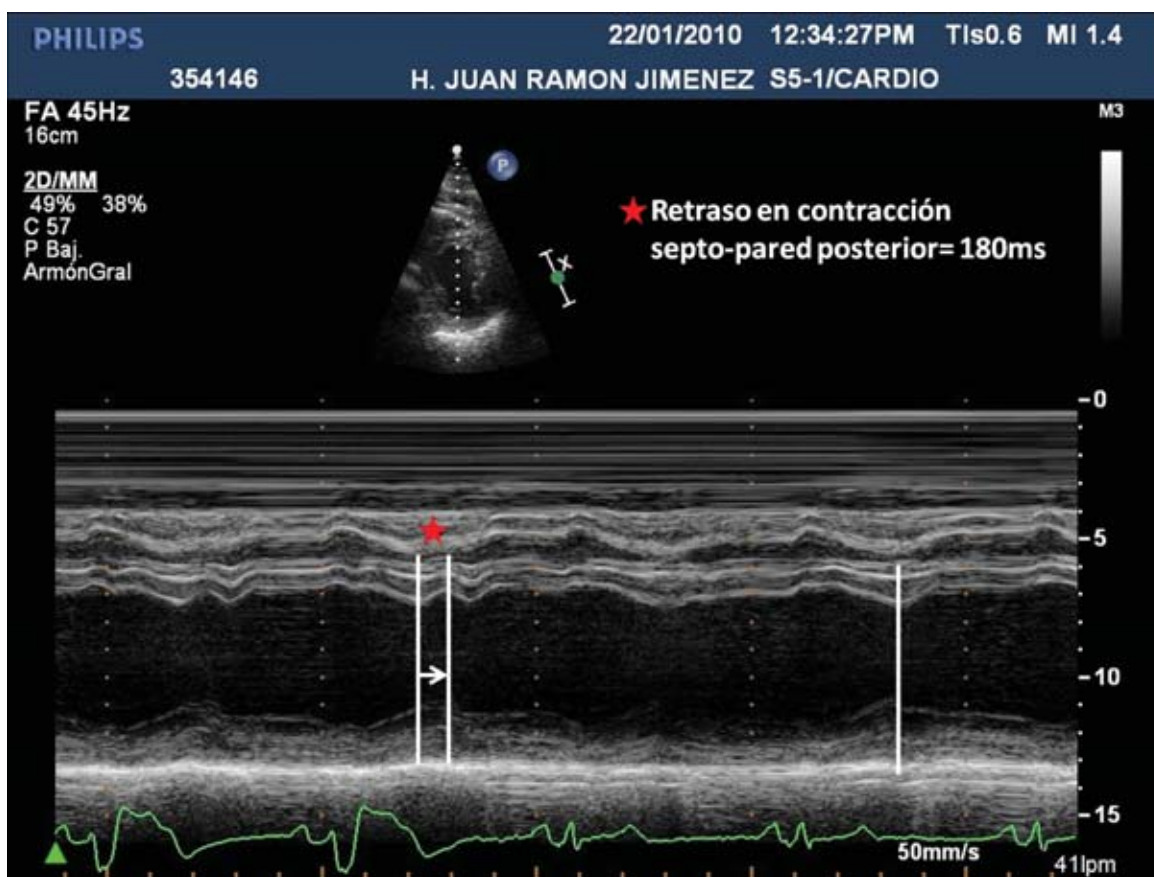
Ecocardiograma modo M de un corte paraesternal eje corto, que muestra en los dos primeros QRS un bloqueo de rama izquierda y un movimiento paradójico del tabique interventricular. La activación de un marcapasos DDD de estimulación en His, normaliza el QRS y corrige la asincronía en la contracción del tabique
